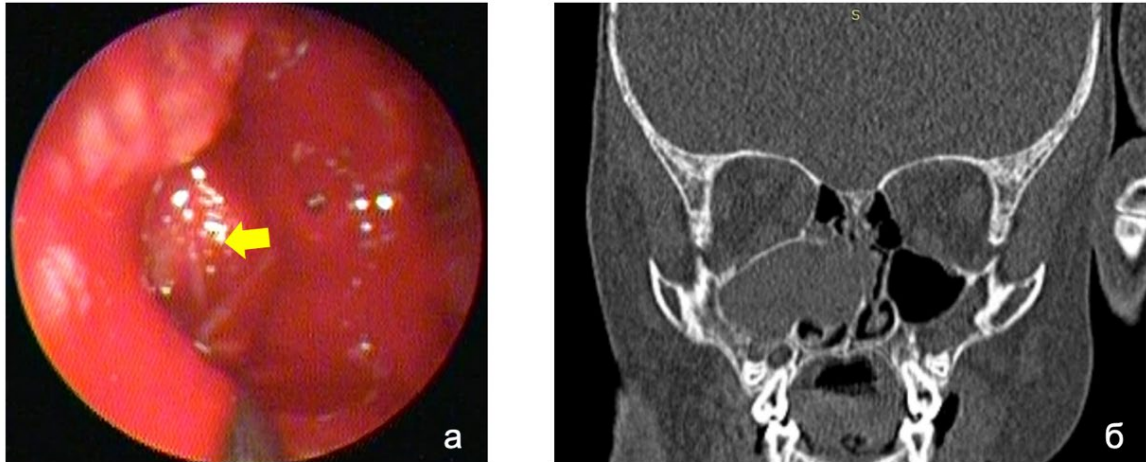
Интраоперационная эндоскопическая картина (эндоскоп 30°, правая половина носа; желтая стрелка – резецирована вся медиальная стенка ВЧП) при выполнении модифицированной эндоскопической медиальной максиллэк-томии с удалением слизистой оболочки ВЧП (а) и соответствующая предоперационная КТ-картина (коронарная проекция) (б) ребенка 2 лет 11 месяцев с МВ
